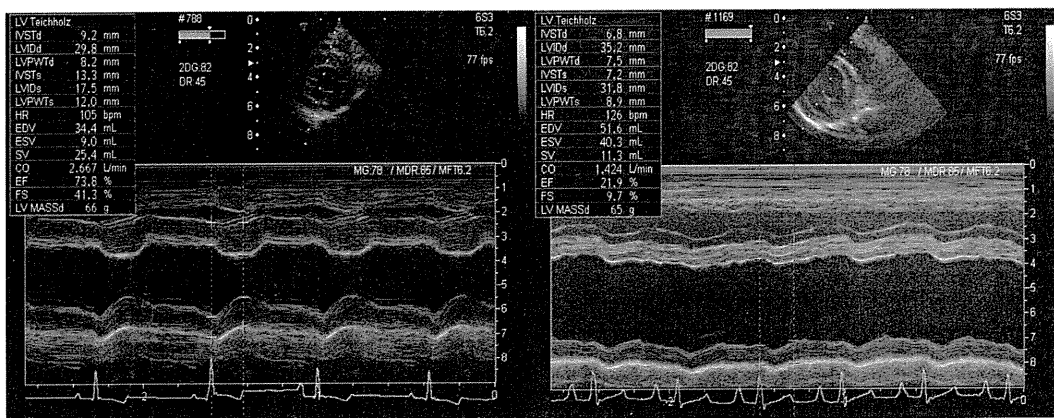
心臓超音波検査におけるペーシング前(左)およびペーシング3週間後(右)の右傍胸骨短軸面乳頭筋レベルにおけるMモード像。²⁸⁾ペーシング3週間において顕著なLVIDdの増加およびFSの低下が認められる。
